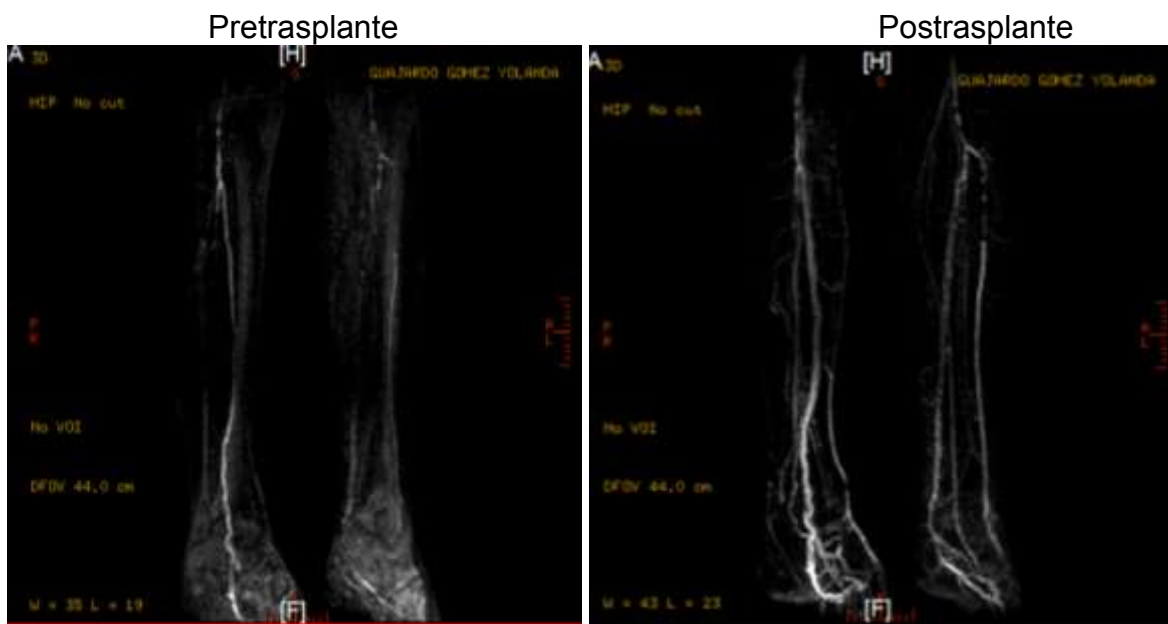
Angiorresonancia Magnética Pretrasplante y Postrasplante.
